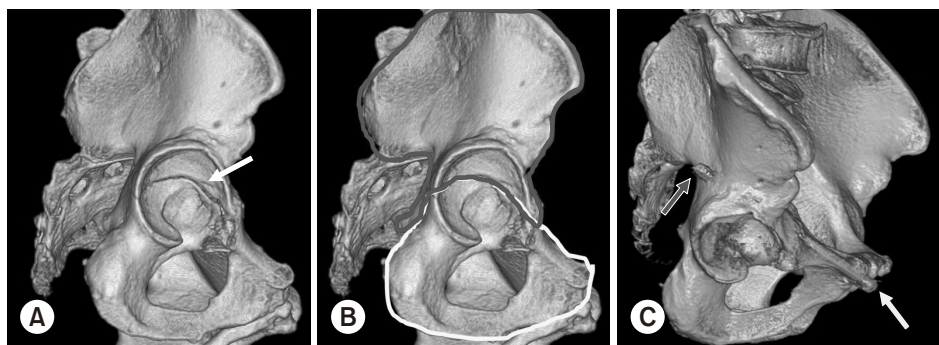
(A) Three-dimensional reconstruction image of computed tomography of transverse fracture of the acetabulum (white arrow). (B) The yellow line indicates the ischiopubic segment and the red line indicates the iliac segment. (C) Retrograde transpubic ramus screw linking both the ischiopubic (yellow arrow) and iliac (red arrow) segments.
